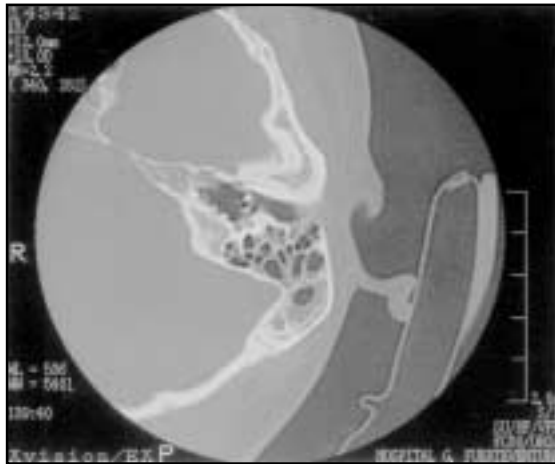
TAC de peñasco corte axial oído izquierdo. Códeca hipoplásica, sin que se delimiten sus distintas espiras.
